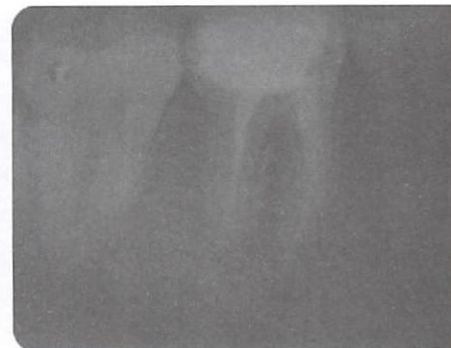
Radiografia periapical ortorradial
